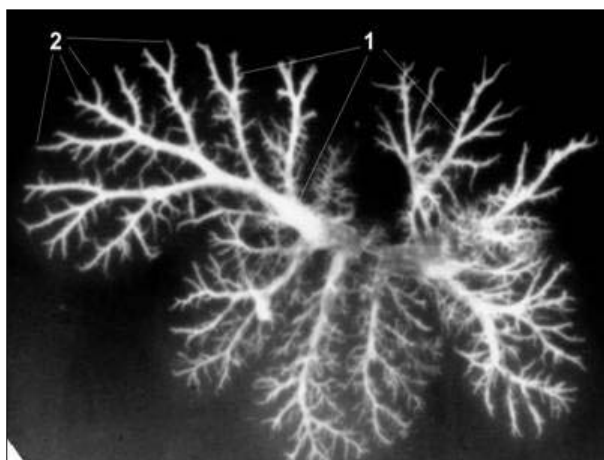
Розширення магістральних (1) і недоконстрування дрібних (2) печінкових вен щура через 3 дні після реперфузії черевної аорти. Фотоангіорентгенограма.
